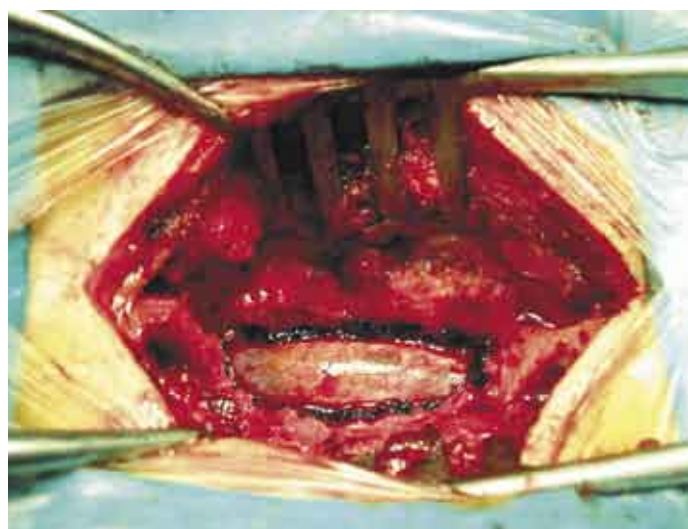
TC de raquiestenosis lumbar (arriba). Laminectomía lumbar (abajo).
